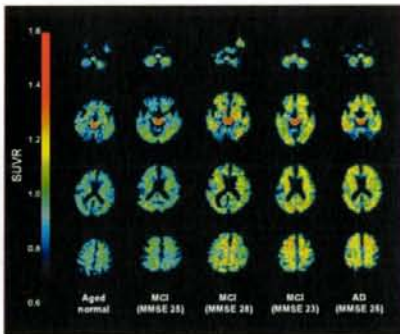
健常高齢者 (Aged normal)、軽度認知障害 (MCI)、アルツハイマー病 (AD) 患者の [<sup>11</sup>C]BF-227 PET 画像 (投与 20~40 分後の SUVR 画像)
